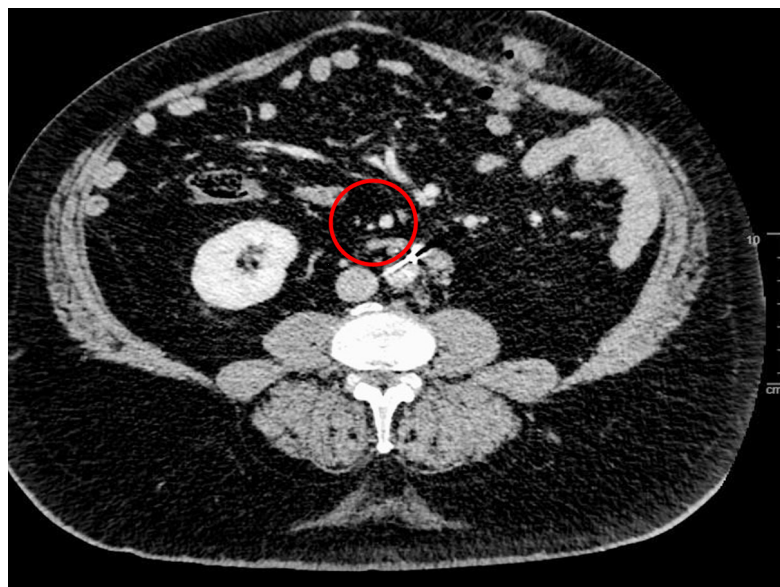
Tomografía computarizada de control con la arteria mesentérica inferior (AMI) embolizada. La circunferencia roja marca el área donde debería observarse la malformación arteriovenosa (MAV), pero que al ser embolizada ha desaparecido en su totalidad.
